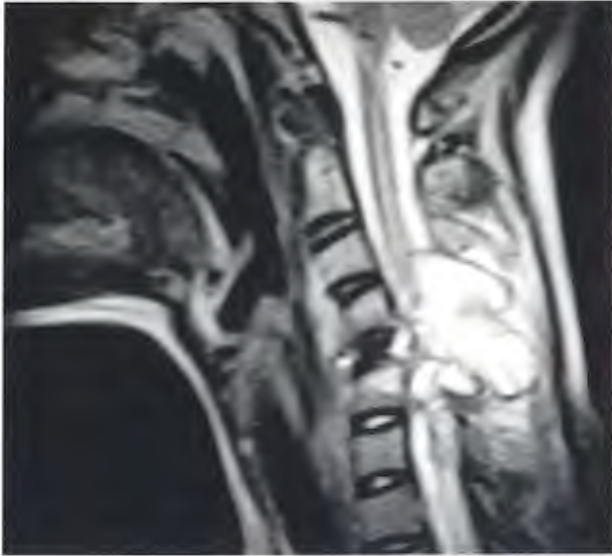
Resonancia magnética de columna cervical que muestra la lesión con acentuado estrechamiento del saco dural y destrucción de los cuerpos vertebrales.
